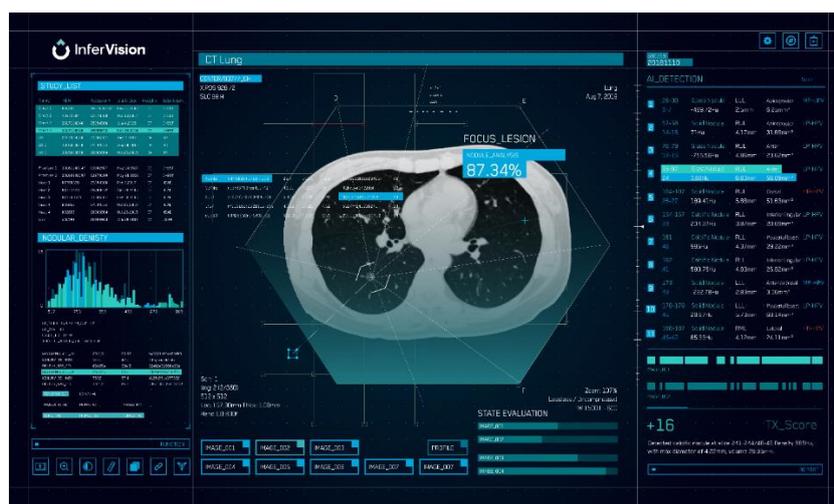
InferRead CT Lung のサンプル画像 ²¹
